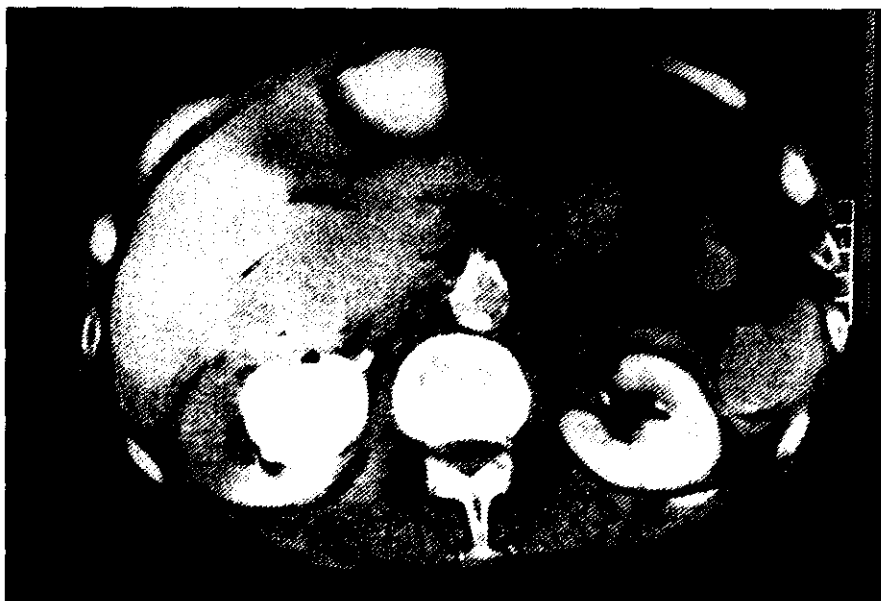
TAC abdominal. Gran cavidad contrastada en seno renal derecho.
